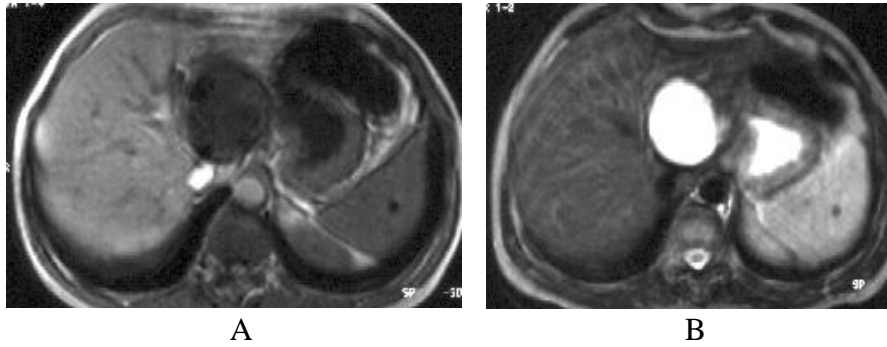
Olgu 3. CCC olgusu. Sağ üst kadranda ağrısı ile başvuran 56 yaşında bayan hastada yapılan BT ve US incelemelerinde karaciğer sağ lobunu büyük oranda dolduran yer kaplayan oluşum saptandı. Ayrıca bu büyük lezyonun çevresinde değişik boyutlarda satellit nodüller de izlendi. (A)- Kontrastsız aksiyel T1 FLASH görüntüde (172/5; flip angle 70°), kesite giren iki lezyon hipointens olarak izlenmektedir. (B)- Kontrastsız aksiyel T2 TSE sekansında (5000/90; flip angle 180°) lezyonlar heterojen hiperintens olarak izlenmektedir. Gadolinyum kontrastlı dinamik aksiyel T1 GRE görüntülerde (11/4.2; flip angle 10°); (C)- Arteriyel fazda lezyonlar çevresel ağırlıklı olmak üzere heterojen kontrastlanma gösteriyor. (D)- Portal fazda lezyonların boyanmasında belirgin bir değişiklik izlenmiyor. (E)- Denge fazında lezyonlar karaciğere göre hafif hipointens görünümündedir. (F)- Gadolinyum kontrastlı
